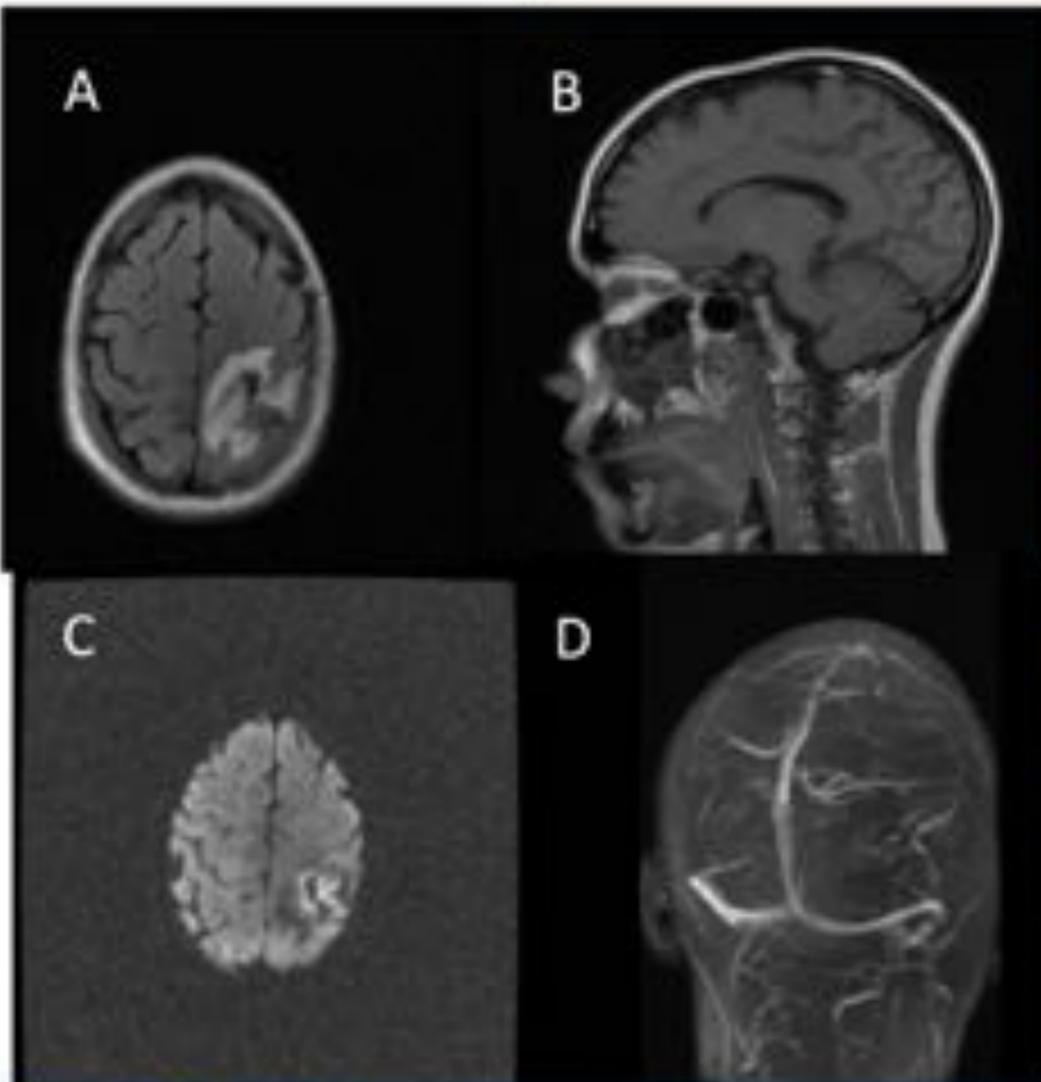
Estudio de resonancia magnética del caso 1.
